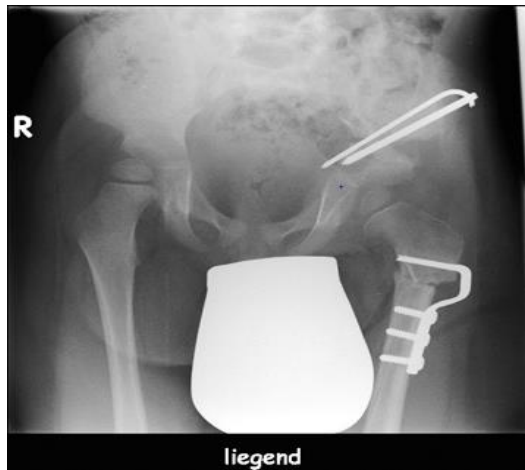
Röntgen-Aufnahme nach Becken-Osteotomie mit 23 Monaten
